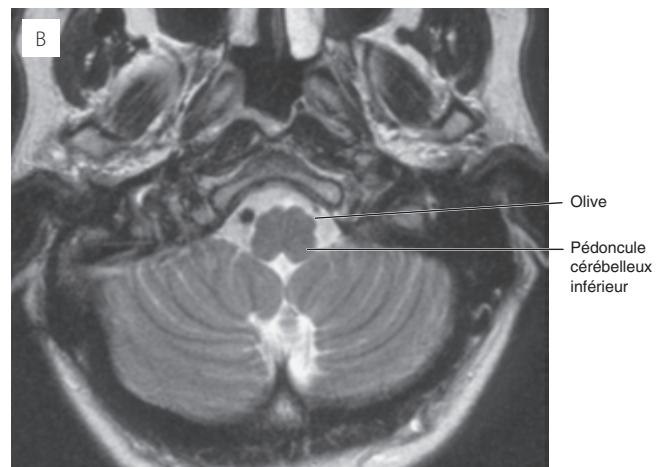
IRM, coupe transversale, pondération T2. La moelle allongée. Partie caudale (A). Partie crâniale (B).
